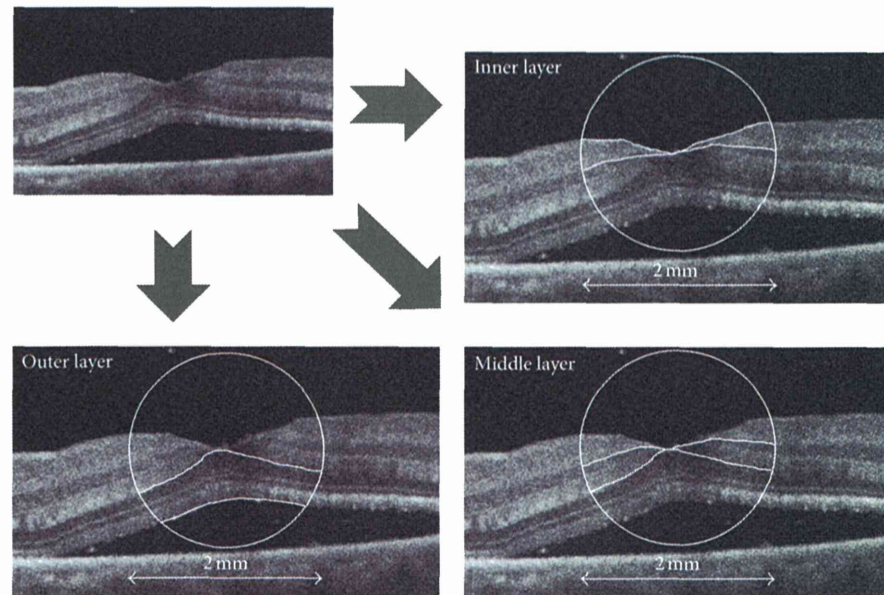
Preoperative optical coherence tomography (OCT) images. A circle with a diameter of 2 mm was manually centered at the foveal surface center of the detached macula in the OCT image. The macular area within the circle was divided into three sections: the inner layer (upper right: nerve fiber layer and ganglion cell layer), middle layer (lower right: inner plexiform layer and inner nuclear layer), and outer layer (lower left: outer plexiform layer and outer nuclear layer).
